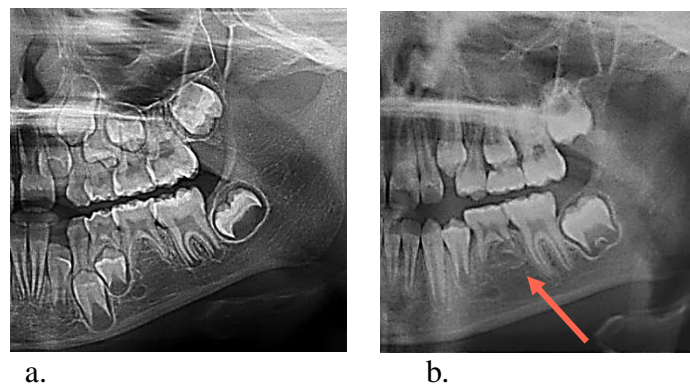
Radiografías panorámicas de seguimiento. a. Paciente con aparente agenesia del 35. b. El mismo paciente en el que se ha descartado la agenesia por formación tardía del 35.*
